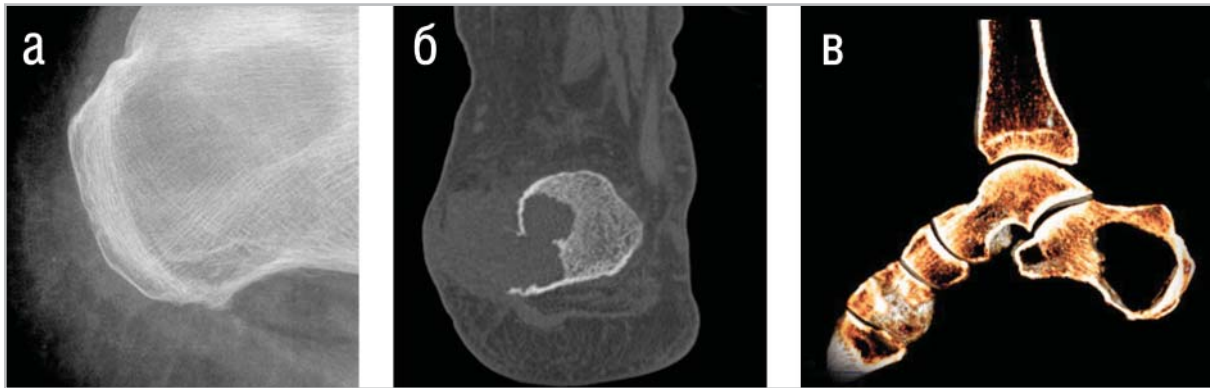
Микрофокусная рентгенограмма с 5-кратным увеличением (а), компьютерная томограмма во фронтальной проекции (б) и в трехмерной реконструкции (в) у пациента с саркомой пяточной кости
